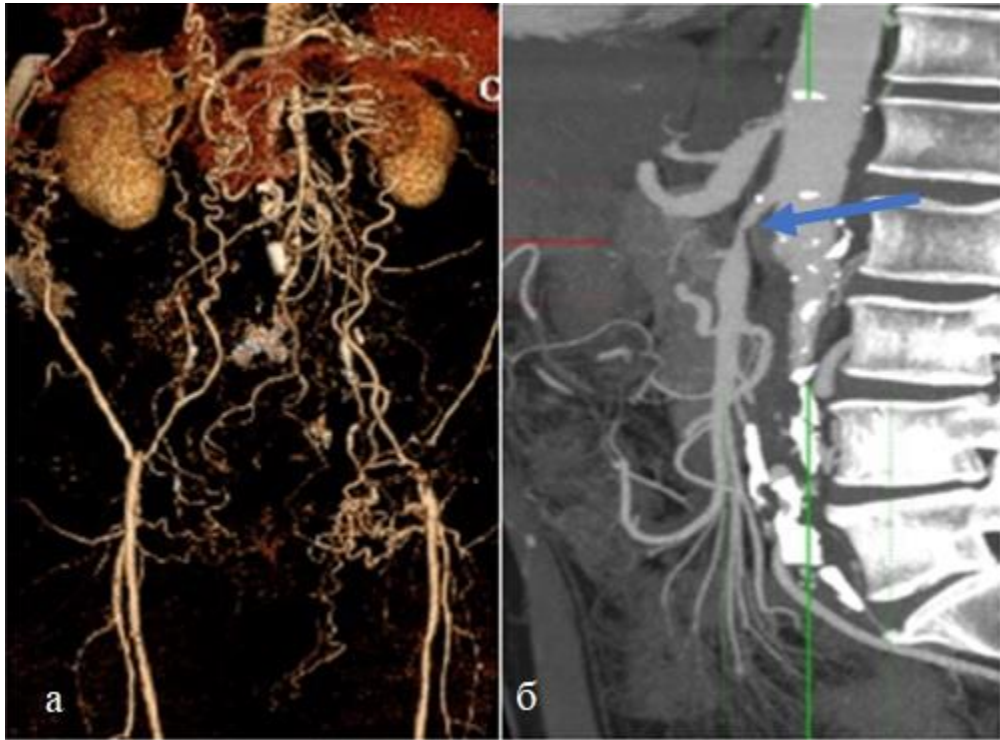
(а), (б) – МСКТ ангиография. Окклюзия терминального отдела брюшной аорты, критический стеноз брыжеечной артерии (показан стрелкой)
